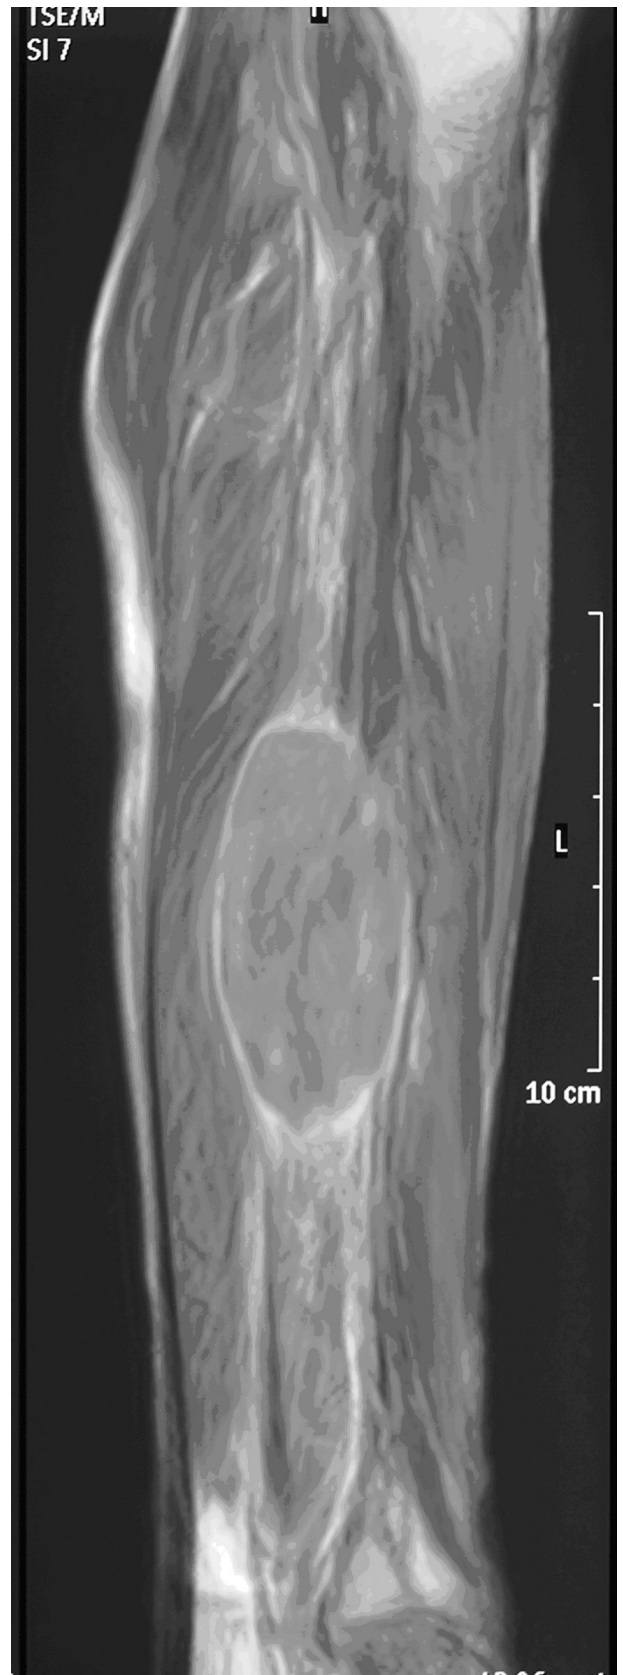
Imagen de resonancia magnética. Secuencia T-1. Corte sagital, se aprecia lesión fusiforme heterogénea intramuscular.
